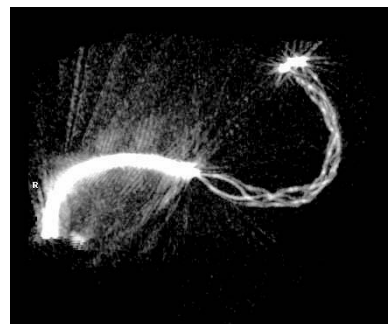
症例 5 にて solitaire 展開後に施行した Cone Beam C-arm CT。ステントの展開状況を観察できた。
